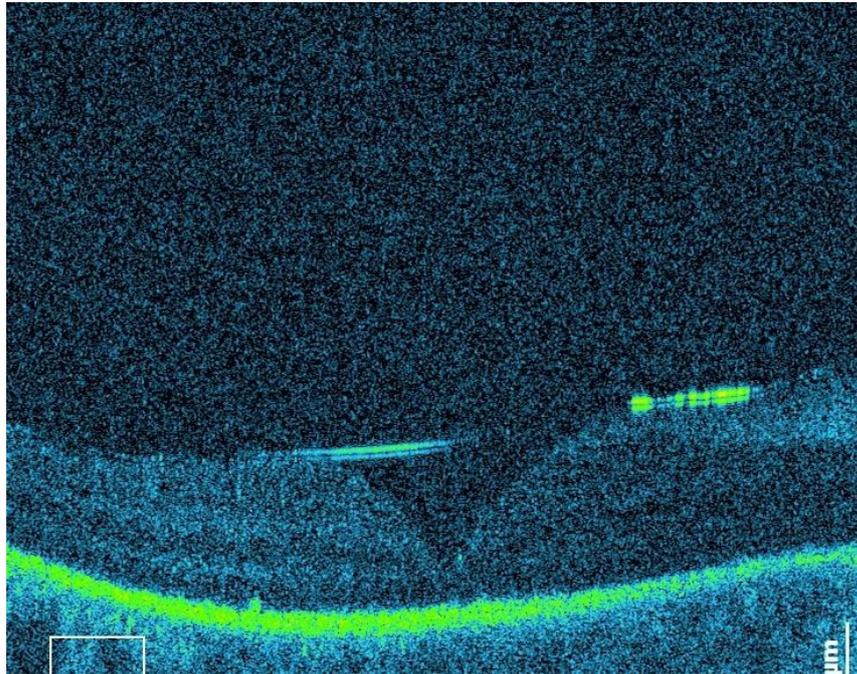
Оптическая когерентная томография макулярной области левого глаза на 5 сутки после хирургического лечения. Сетчатка в макулярной области прилежит, определяется характерный блик силиконового масла на границе контакта с сетчаткой
